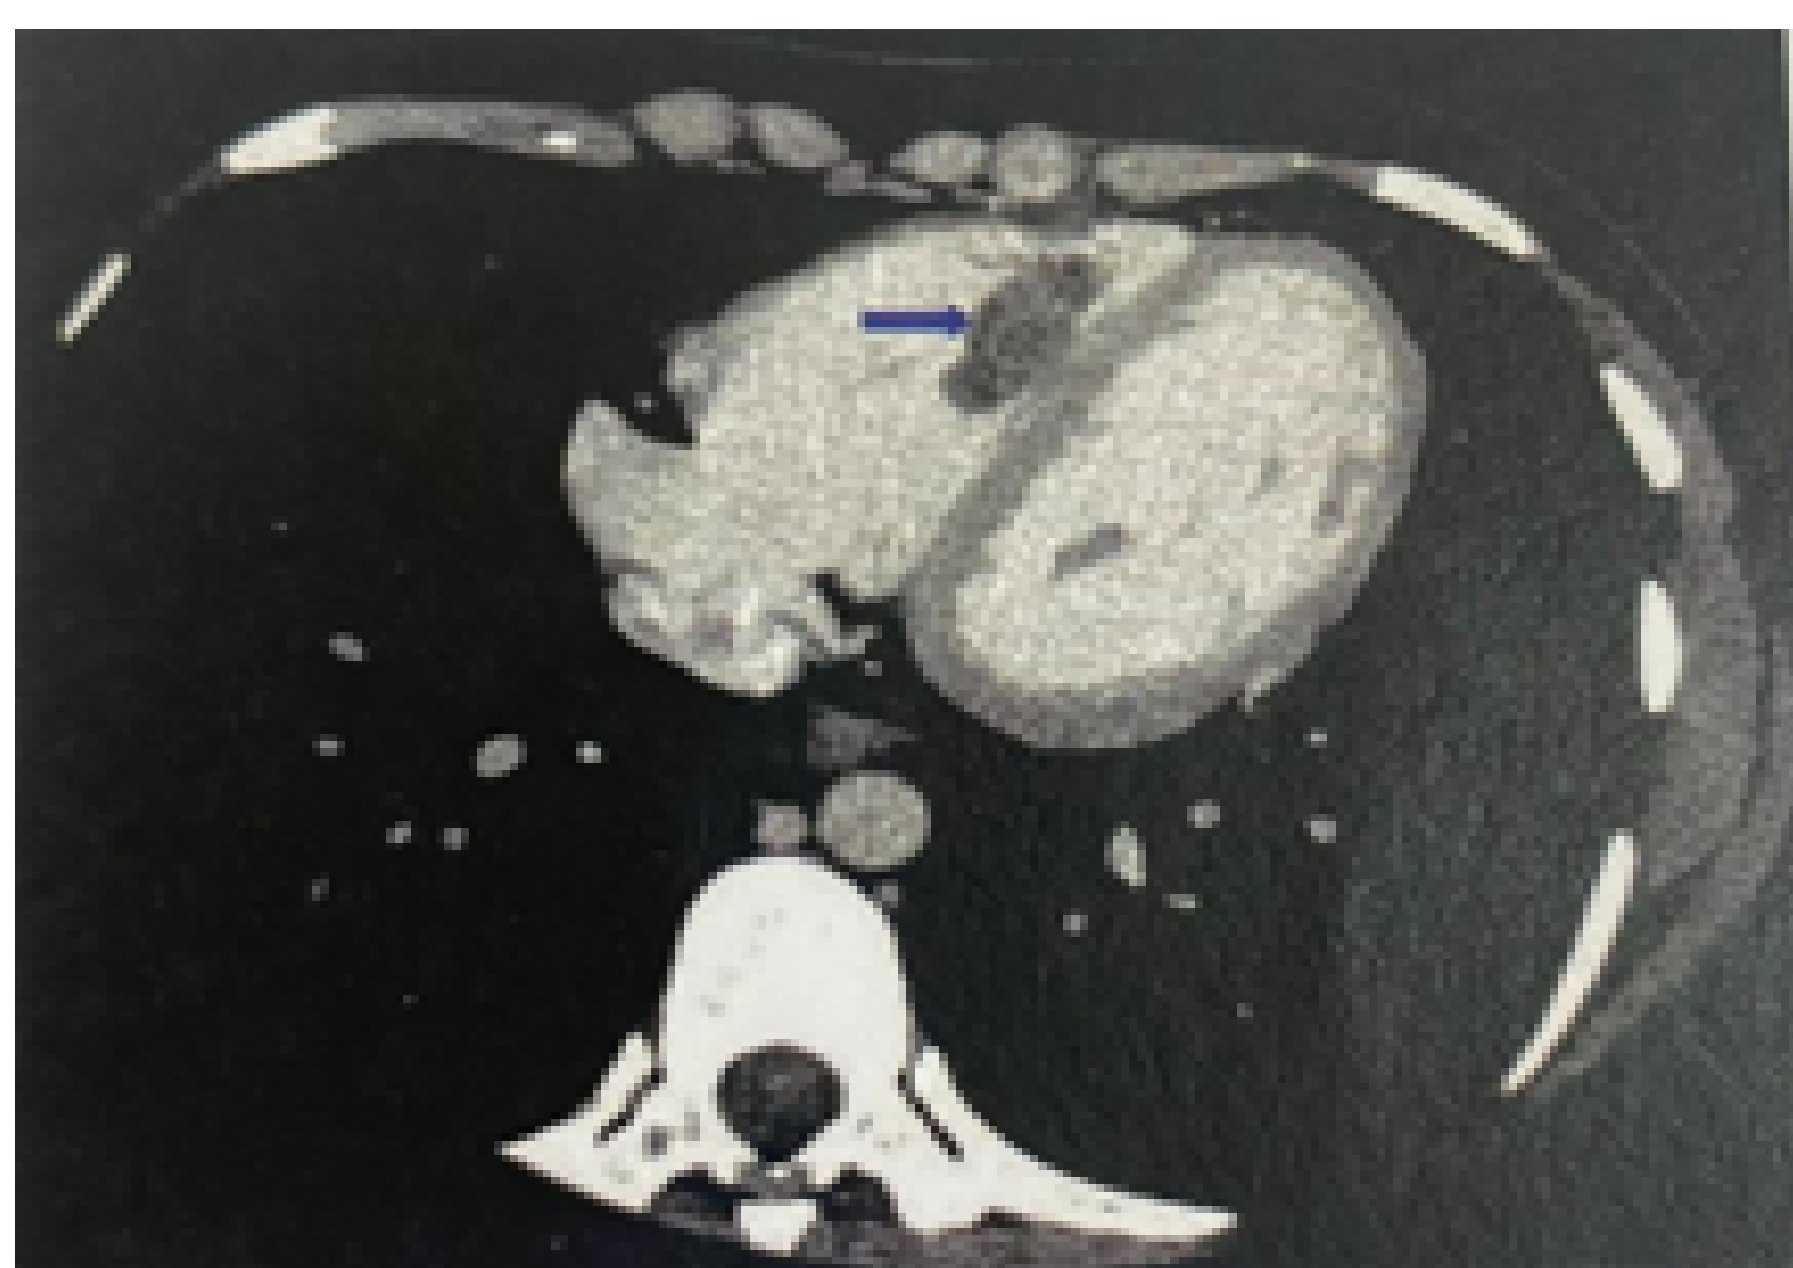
Angio-TDM thoracique (coupe axiale) montrant un thrombus ventriculaire droit (flèche).
